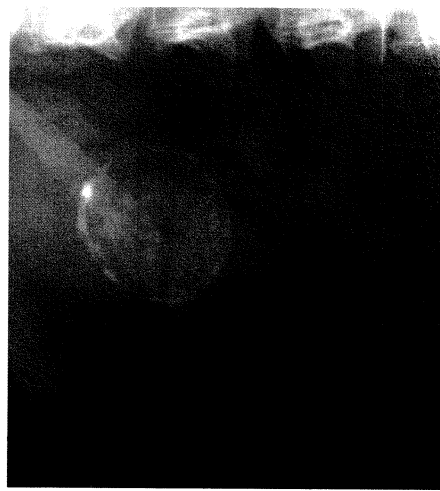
Plain radiograph of a porcelain gallbladder.
